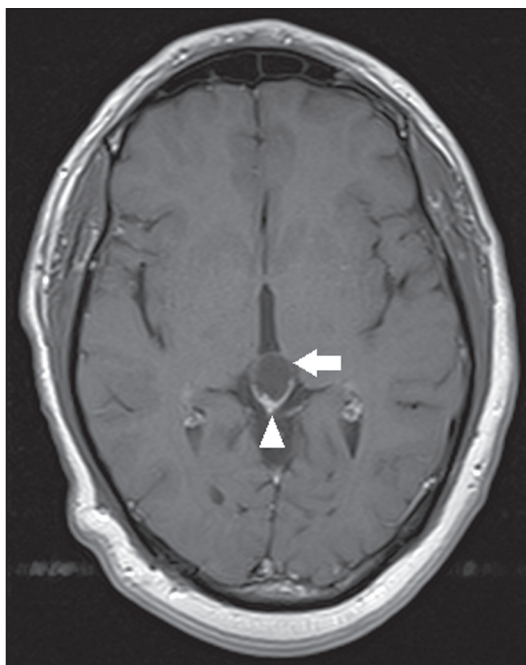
Cisto pineal. RM axial T1 pós-contraste demonstrando formação cística na região da glândula pineal, sem indício de septações e nodulações murais (seta), com borda fina e suave de realce pelo meio de contraste (cabeça de seta).
